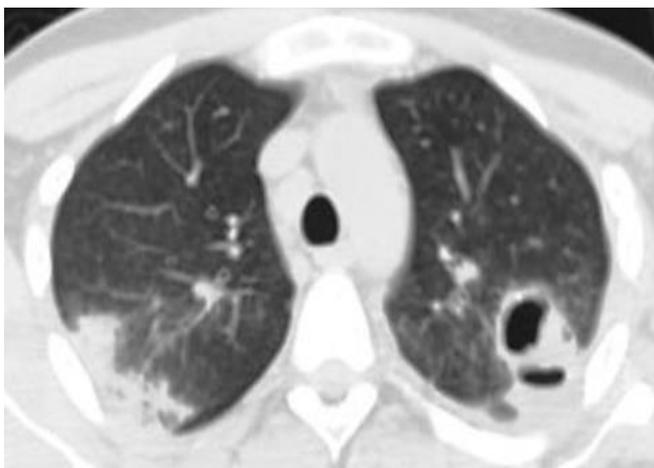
КТ-исследование в динамике, выполненное на 43-ий день после травмы. В S1+2 левого легкого в области раневого канала отмечается появление двух воздушных полостных образований, одно из которых содержит жидкостное содержимое с горизонтальным уровнем. В S2 правого легкого определяется частичная регрессия зоны уплотнения легочной ткани.
